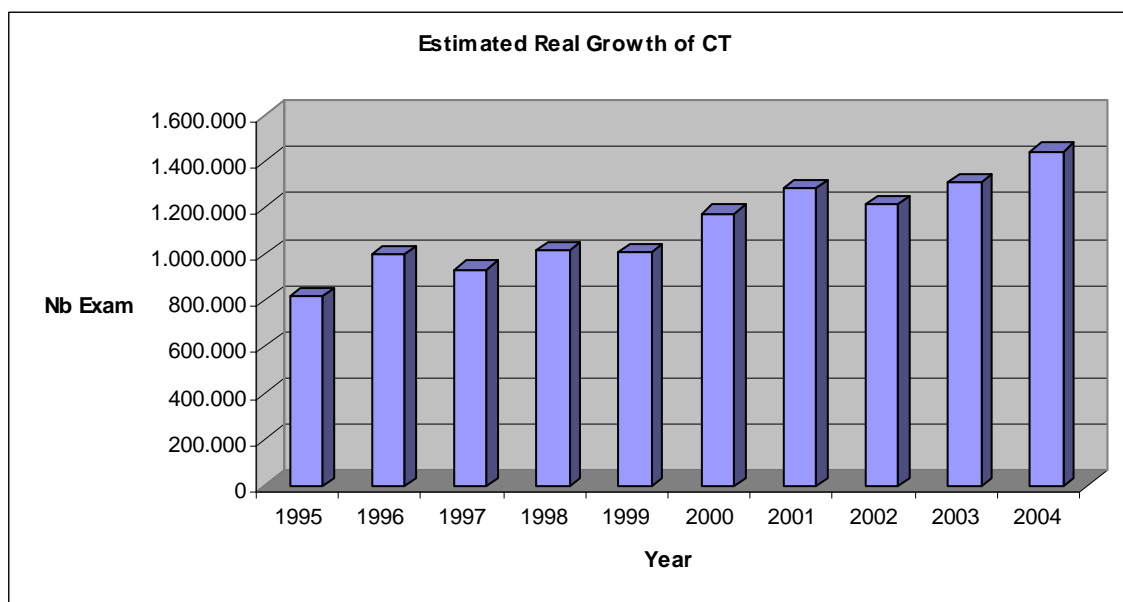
Estimation de la croissance réelle du nombre de CT annuels 1995-2004
